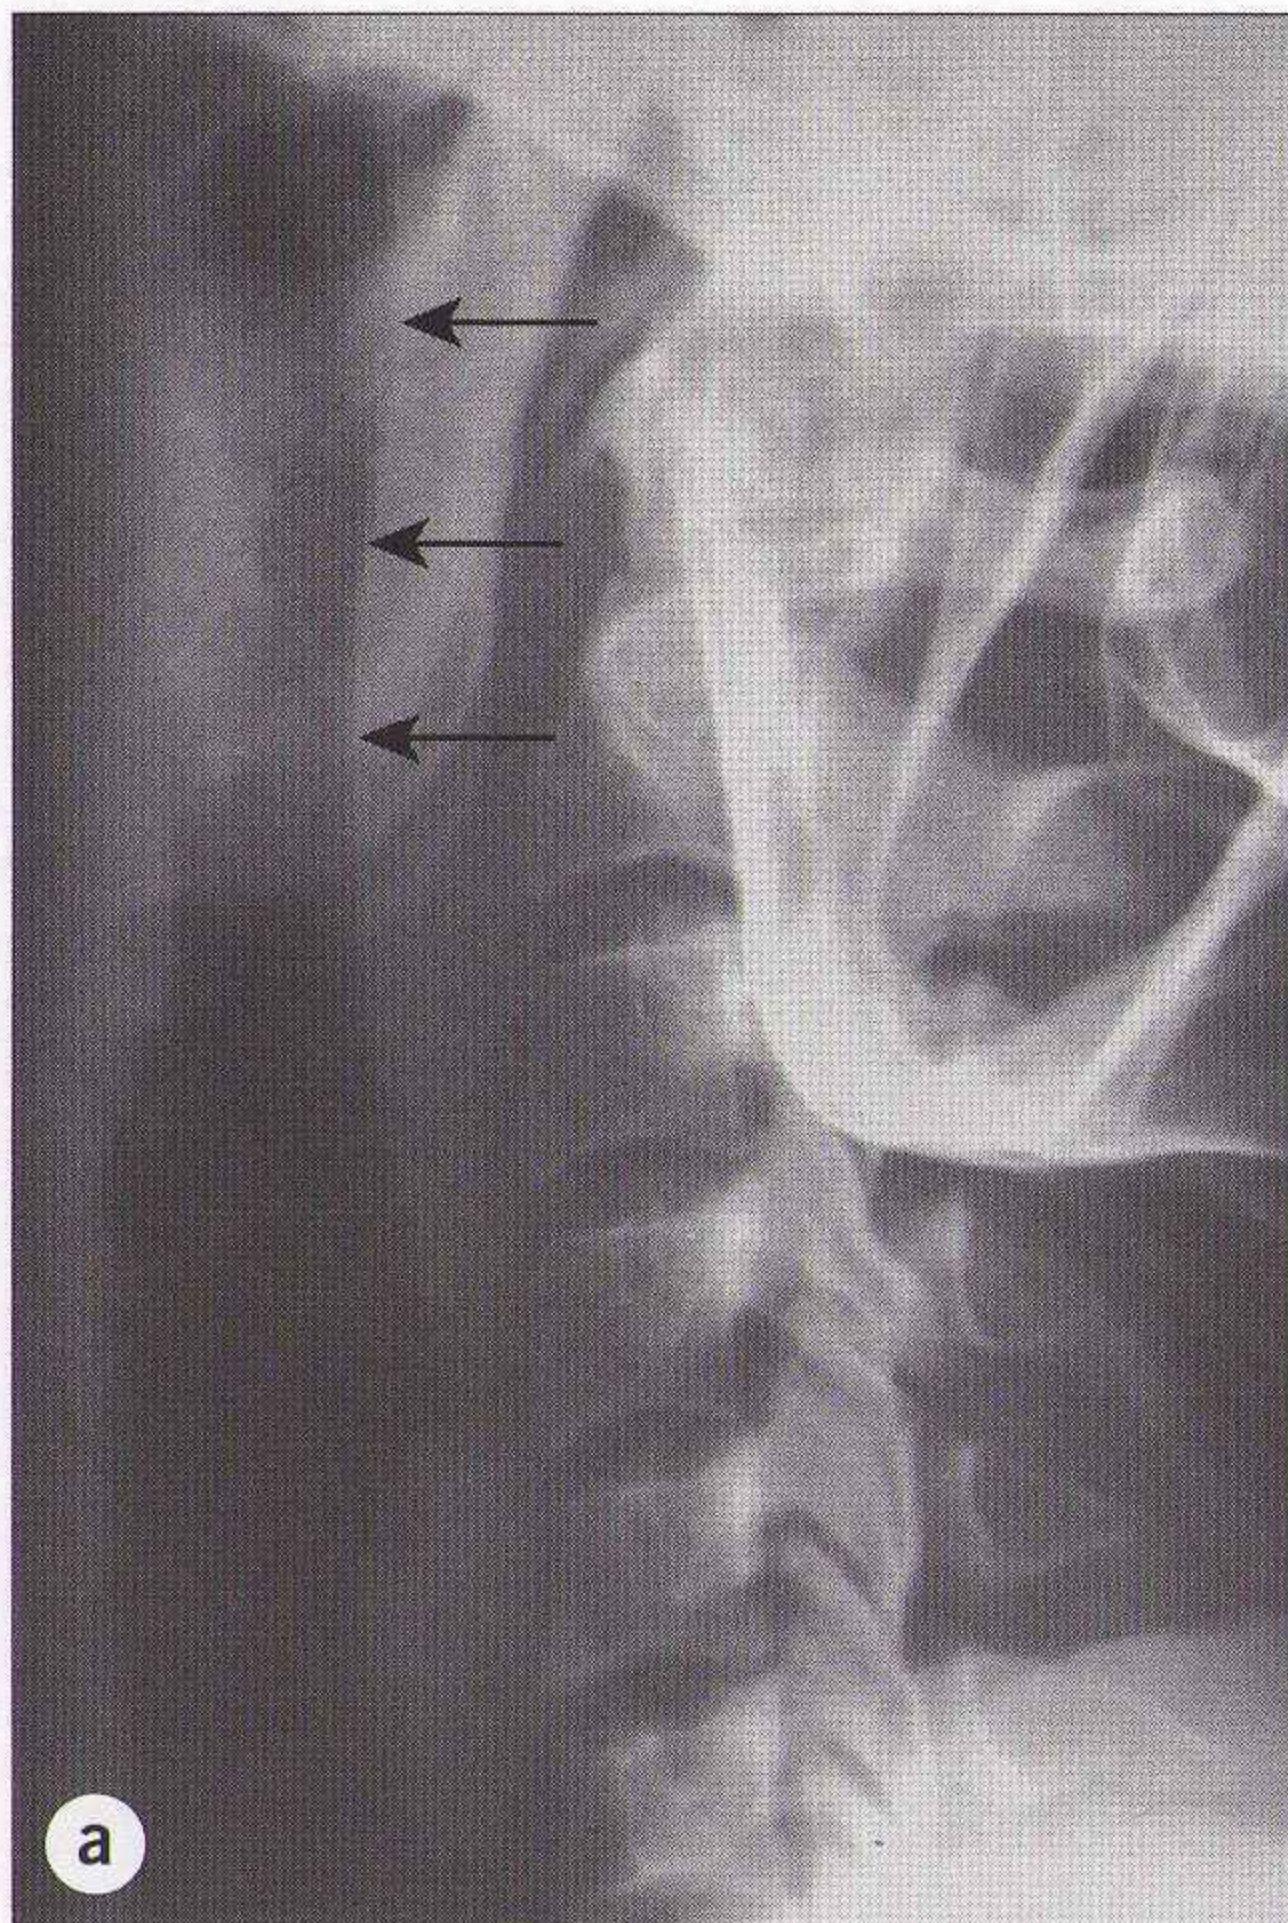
Intérêt de l'analyse des tissus mous prévertébraux : tuméfaction. (a) Absence de lésion osseuse traumatique visible. Alignement vertébral normal avec un respect des trois arcs. La seule anomalie visible est une tuméfaction étendue des tissus mous prévertébraux (flèches). Un contrôle radiographique réalisé 2 j plus tard (b, c) montre une fracture déplacée de la dent de l'axis avec une rupture évidente des trois arcs en C1-C2.
